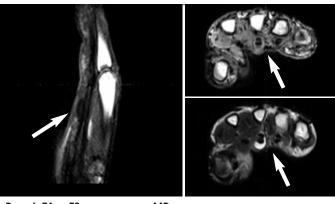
Т1- и Т2-взвешенные МР-томограммы при теносиновите сухожилий сгибателей III пальца (стрелками указано скопление жидкости в оболочках сухожилий)
